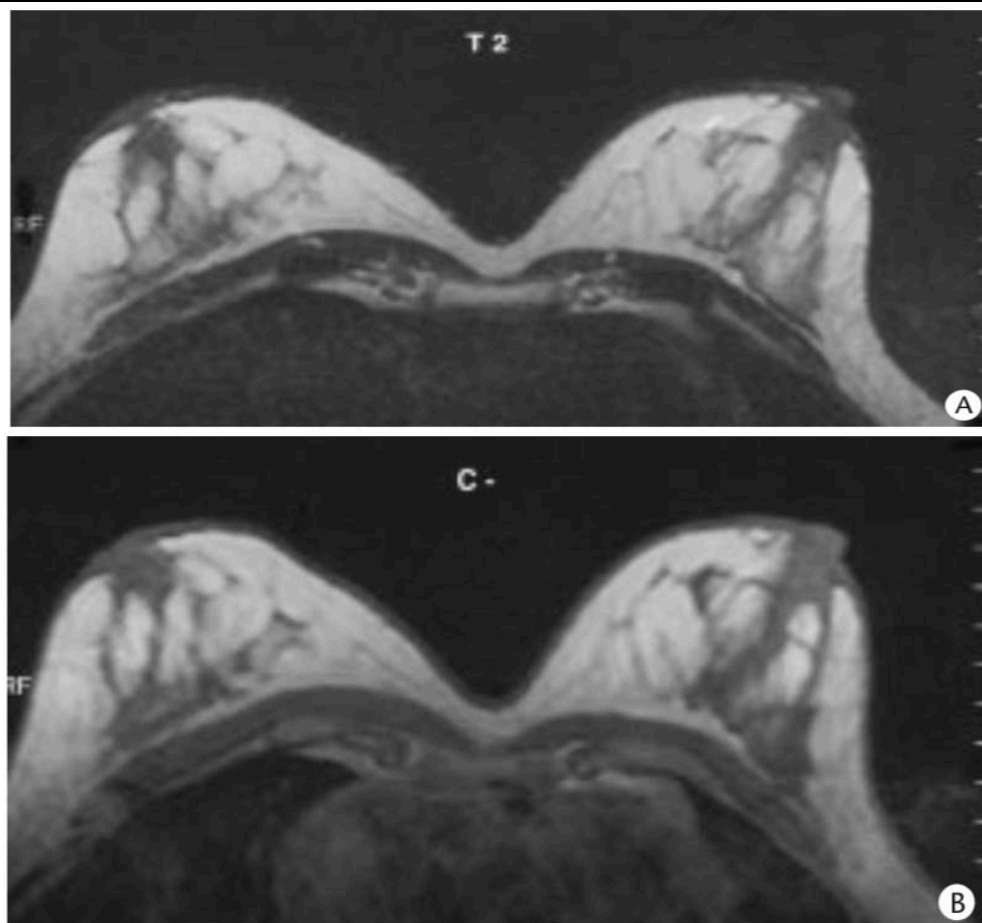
[19] IRM d'un sein normal avec Rehaussement physiologique non masquant
